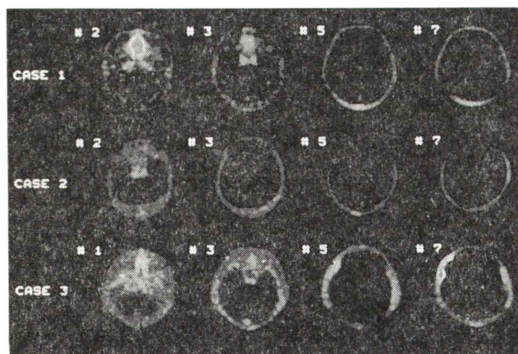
Static images of ^{18}F -FDG-PET taken from three patients with clinically highly suspected brain death. No intracranial accumulation of ^{18}F -FDG was seen in all of three cases.
